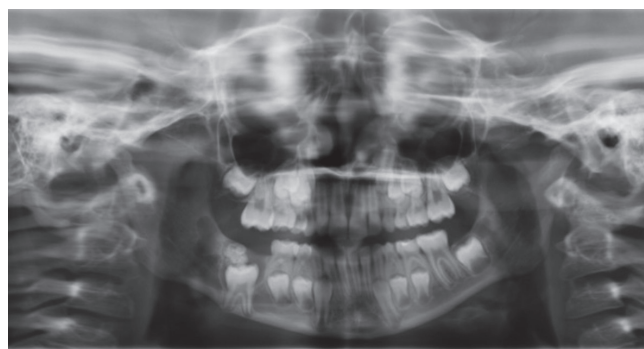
Orthopantomography: radiopaque image stopping the eruption of tooth 46.
